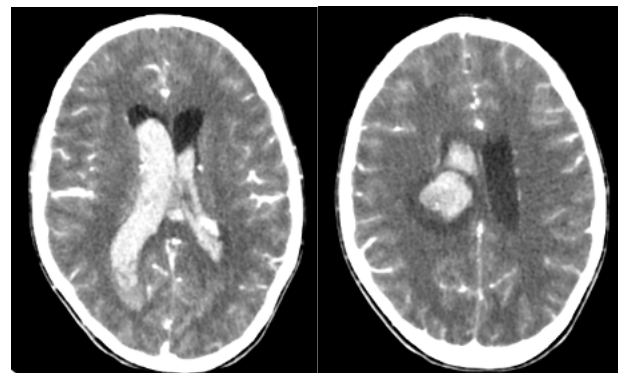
TC craneal con contraste con hallazgo de hemorragia intraparenquimatoso e intraventricular, dilatación de la talla ventricular y edema vasogénico asociado con leve desviación de la línea media.
